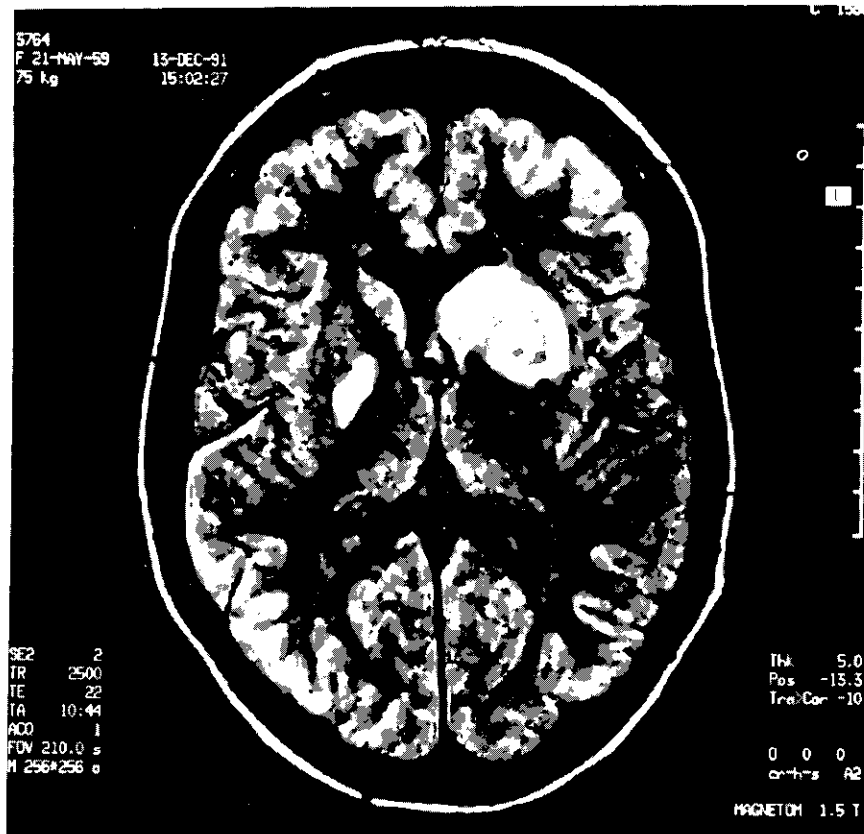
Cerebral MRI: Lesion of the head of the caudate nucleus and of the anterior part of the putamen on the left, lesion of the pallidum on the right.
